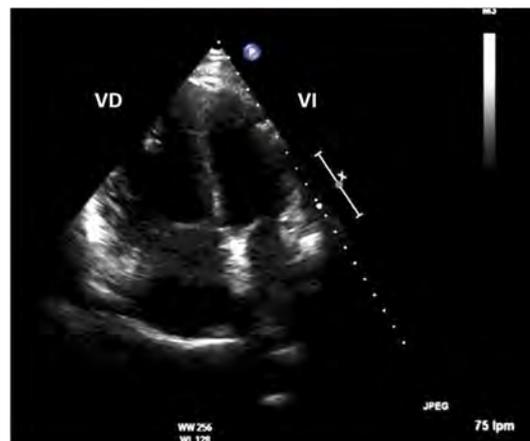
Ecocardiograma 4 cámaras para estudio de la HP.
